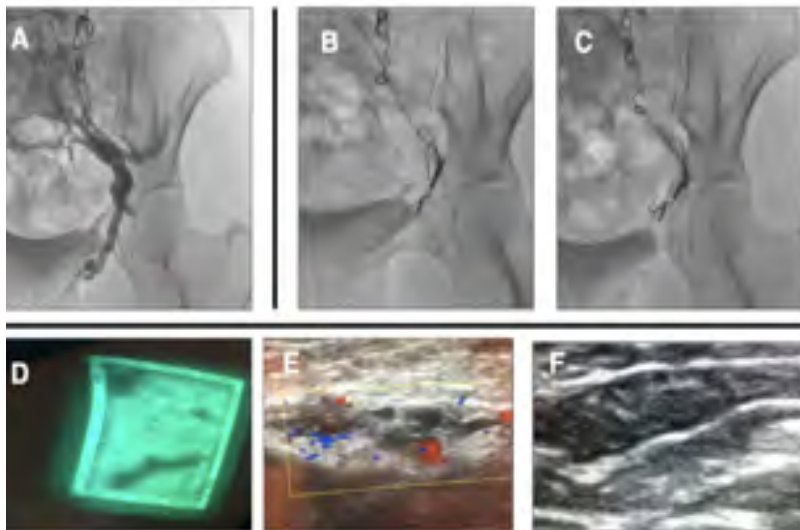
A. Insuficiencia de vena pudenda interna izquierda. B y C. Embolización de vena pudenda interna izquierda. D y E. Uso de *vein viewer* y ecodoppler de alta resolución para identificar vasos epifasciales. F. Control ecográfico con evidencia de vasos ocluidos *posfoam*.
